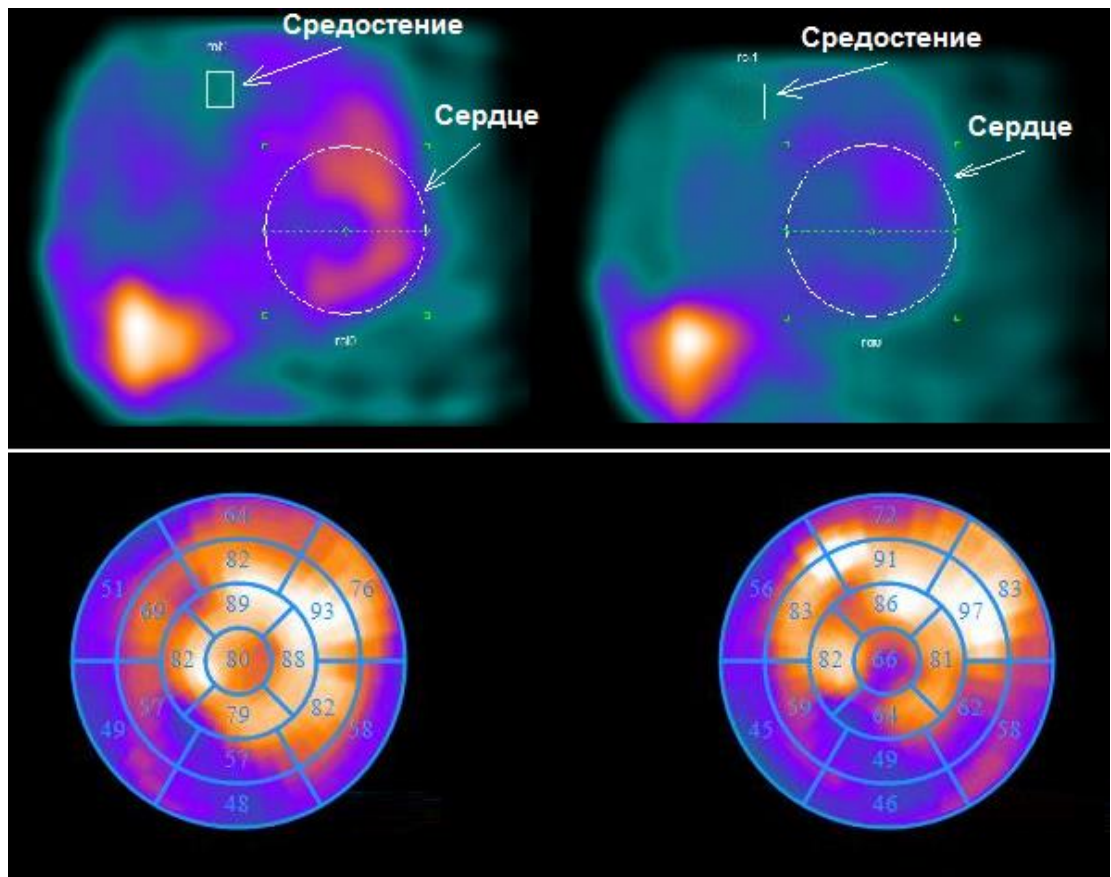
Больной И., однофотонная эмиссионная компьютерная томография миокарда с  $^{123}\text{I}$ -МИБГ. А – планарные сцинтиграммы при раннем (через 15 мин) исследовании; Б - планарные сцинтиграммы при отсроченном (через 4 ч) исследовании. Отмечаются области нарушения региональной симпатической активности на ранних (В) и отсроченных (Г) томосцинтиграммах
